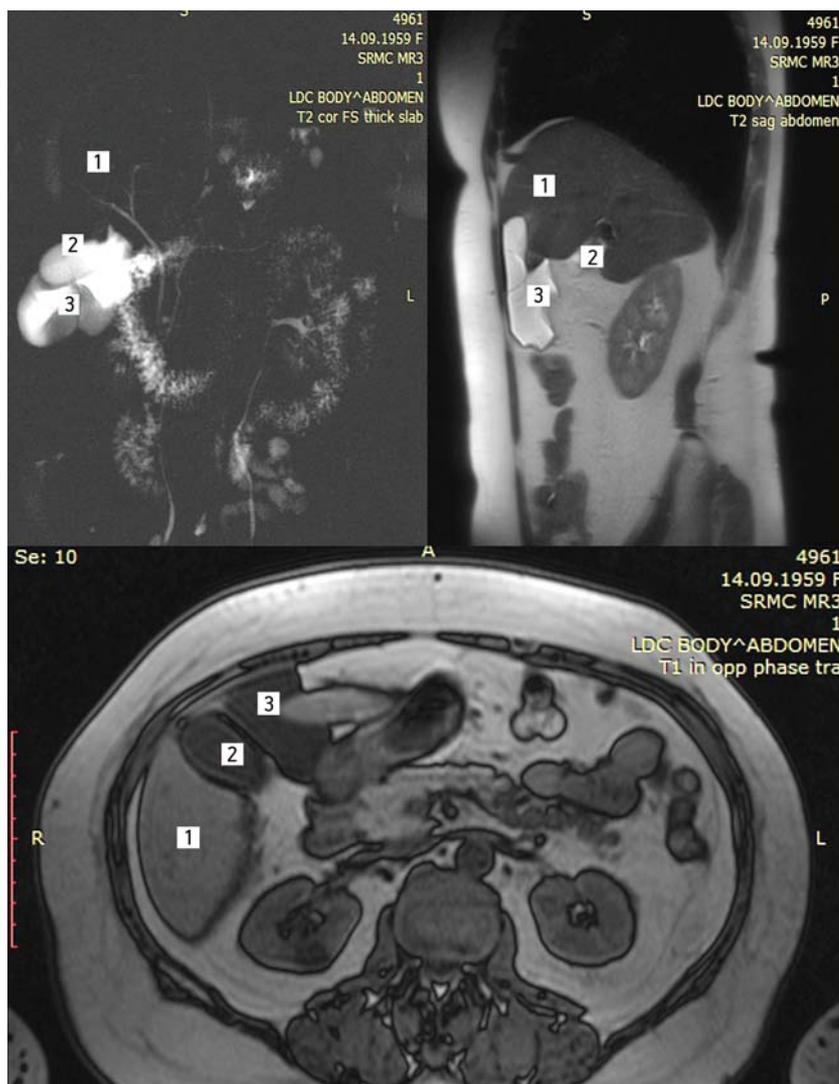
МРТ брюшной полости в режимах T1 и T2.
